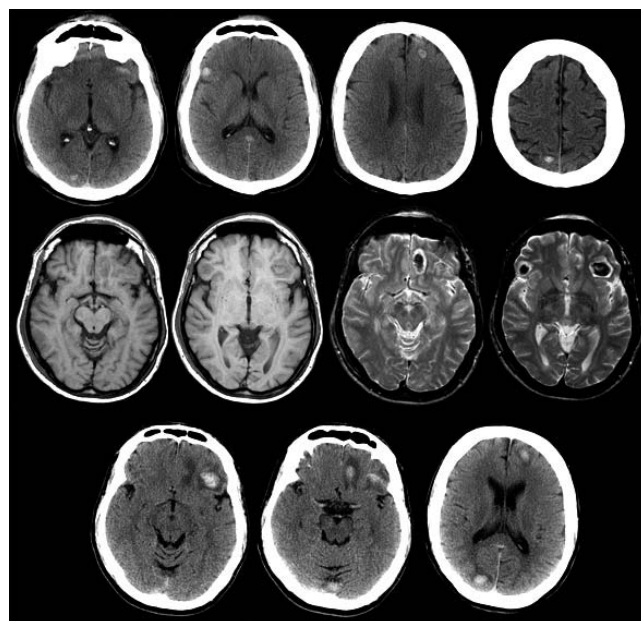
En el primer estudio de tomografía computarizada (TC), se observan múltiples lesiones hiperdensas de diferente localización. La resonancia magnética muestra estas lesiones isointensas en T1 e hipointensas en T2. La TC de control mostró un discreto aumento de las lesiones, respecto a la TC inicial y la presencia de edema perilesional
